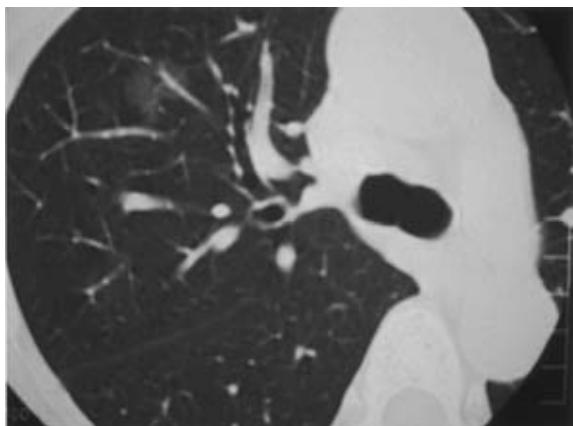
Chest CT scan showing pulmonary gland glass opacification in the right upper lobe.
